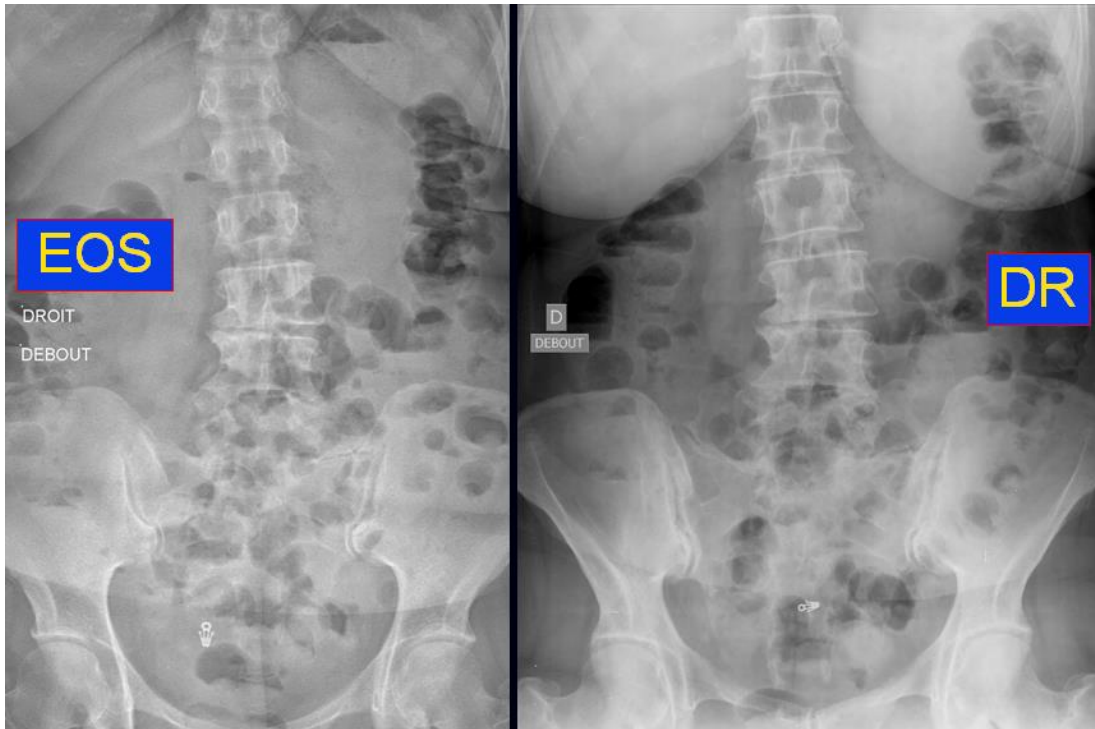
rachis lombaire de face en BXR à gauche, et en radiographie standard à droite.
